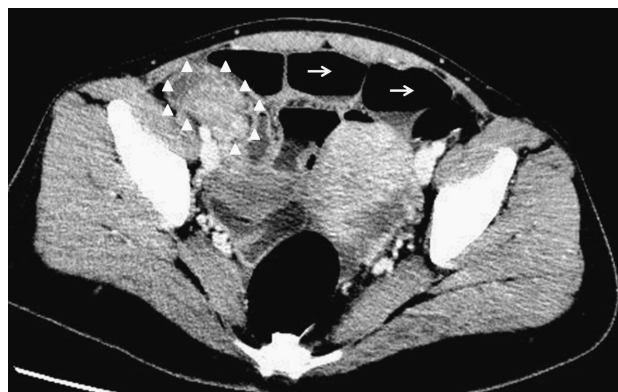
胸腹部造影CT検査所見：回腸末端に造影効果を伴う腫瘍性病変を認め、口側小腸の拡張を認めた。(矢頭：回腸末端の腫瘍性病変，矢印：拡張した口側小腸)
